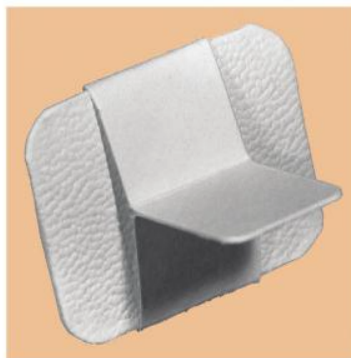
Aleta para a realização de radiografia *bitewing* (White e Pharoah, 2013)
